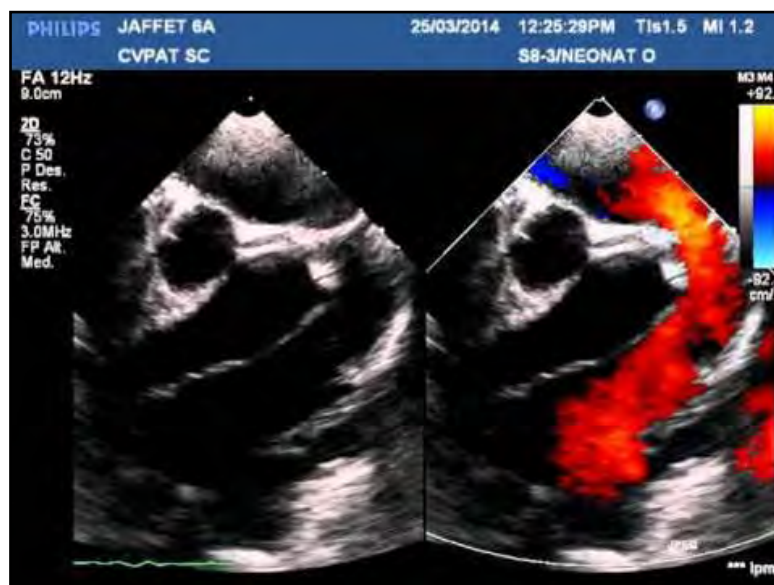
Ecocardiograma del DVPA (YouTube).
